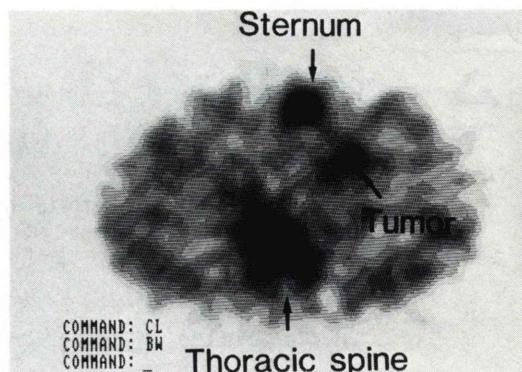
SPECT imaging of ^{67}Ga -citrate scintigraphy. Ga accumulated in the tumor region.
